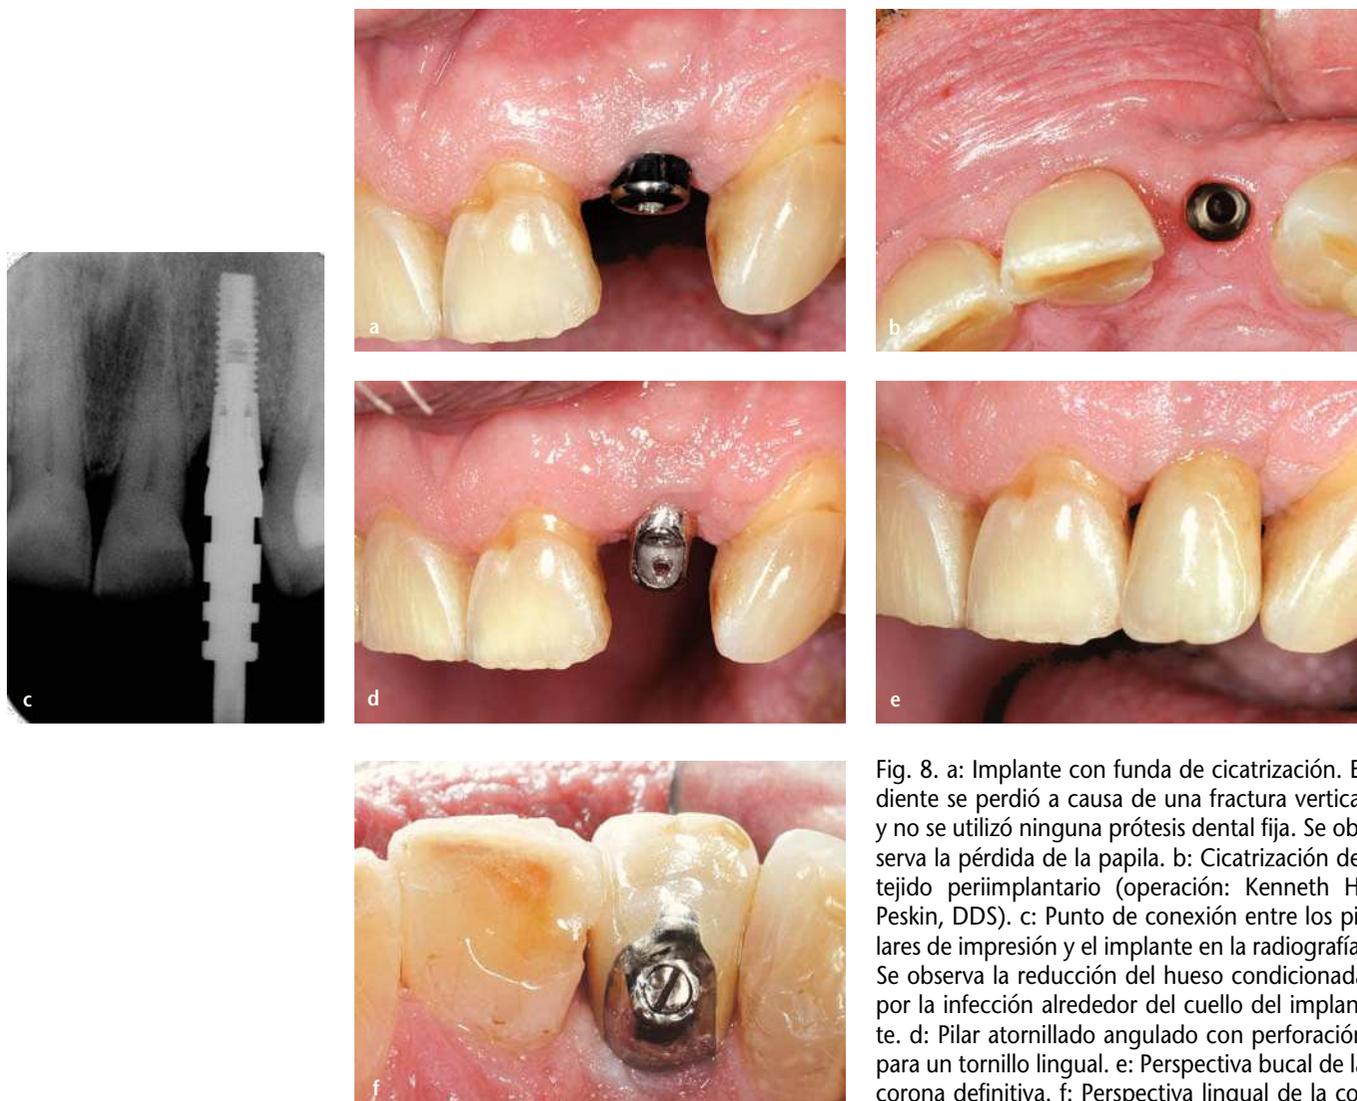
a: Implante con funda de cicatrización. El diente se perdió a causa de una fractura vertical y no se utilizó ninguna prótesis dental fija. Se observa la pérdida de la papila. b: Cicatrización del tejido periimplantario (operación: Kenneth H. Peskin, DDS). c: Punto de conexión entre los pilares de impresión y el implante en la radiografía. Se observa la reducción del hueso condicionada por la infección alrededor del cuello del implante. d: Pilar atornillado angulado con perforación para un tornillo lingual. e: Perspectiva bucal de la corona definitiva. f: Perspectiva lingual de la corona definitiva. El tornillo lingual discurre paralelamente al eje del implante (prótesis dental: Sergio Rubinstein, trabajo de laboratorio: Masayuki Hoshi).
